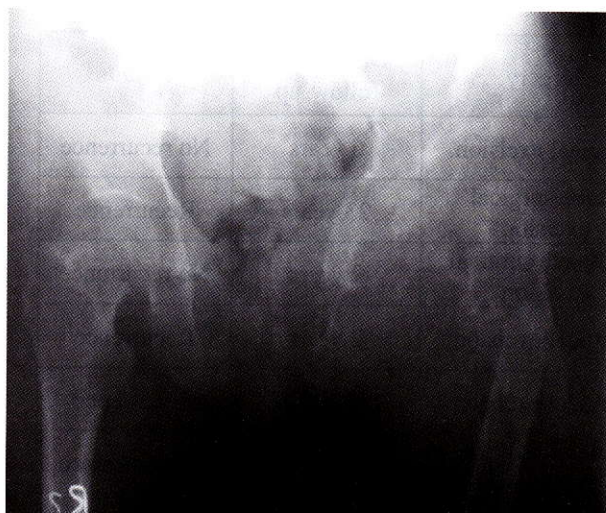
X-ray show ill defines osteolytic lesion in left pelvic bone with irregular expansion of pelvic bone. The osteolytic lesions extend to the head, neck, and proximal femur with pathological fracture in subtrochanteric region.
